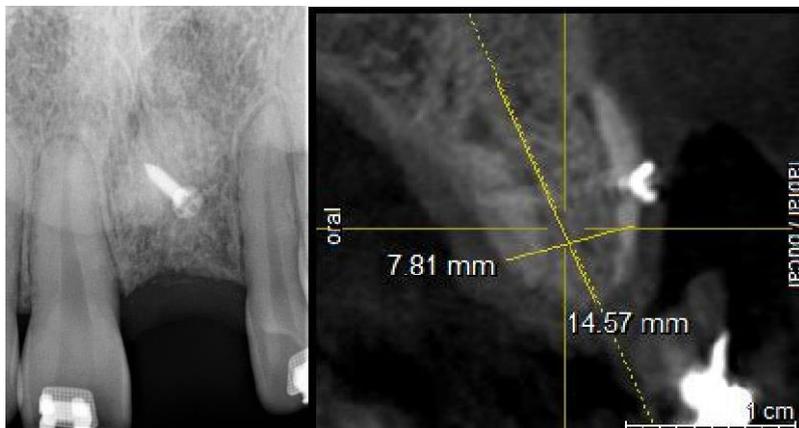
Radiografia periapical e imagem tomográfica.
